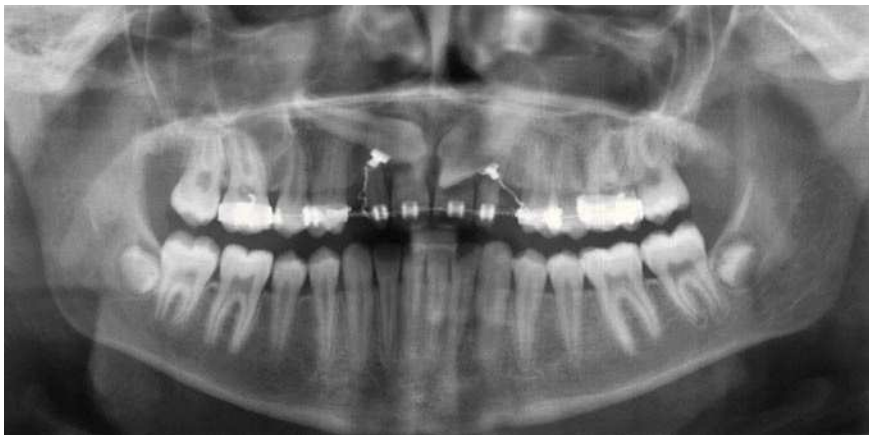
Radiografía panorámica de febrero de 2004.
